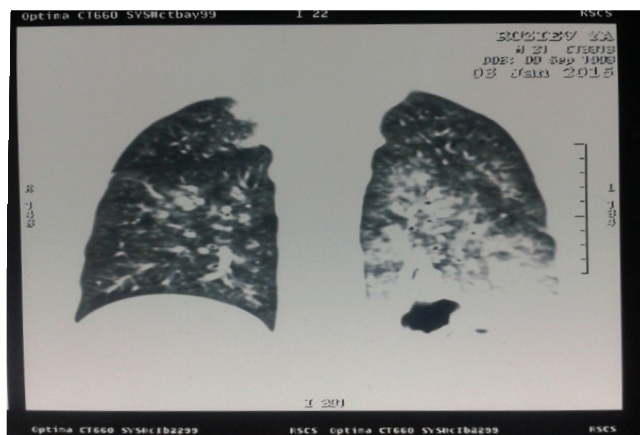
МСКТ-изображение легких больного Р.
